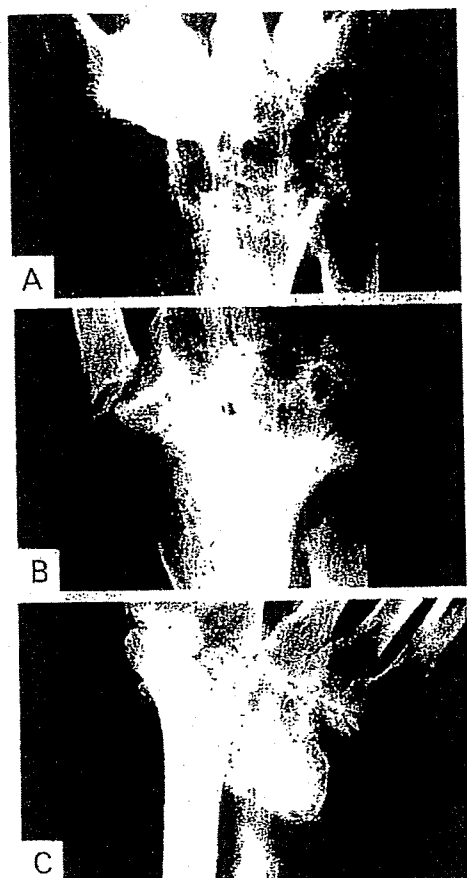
MESおよびMUD群の罹病10年以上での手関節のX線の予後像。
